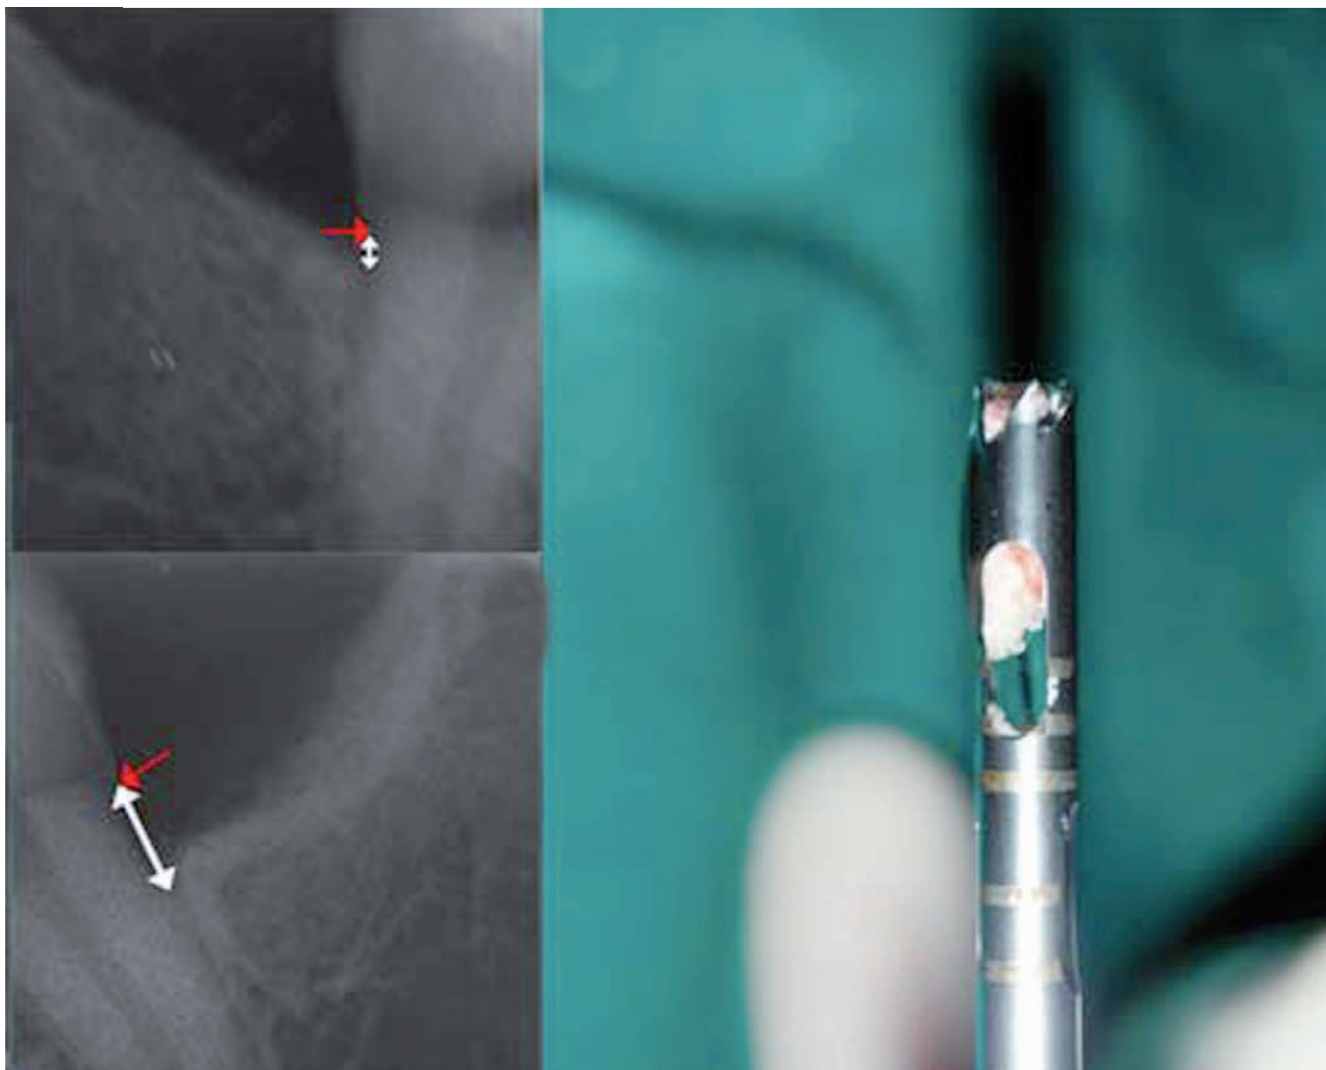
Radiografía (control y variable) y muestra del hueso 3 meses después de la intervención quirúrgica.
